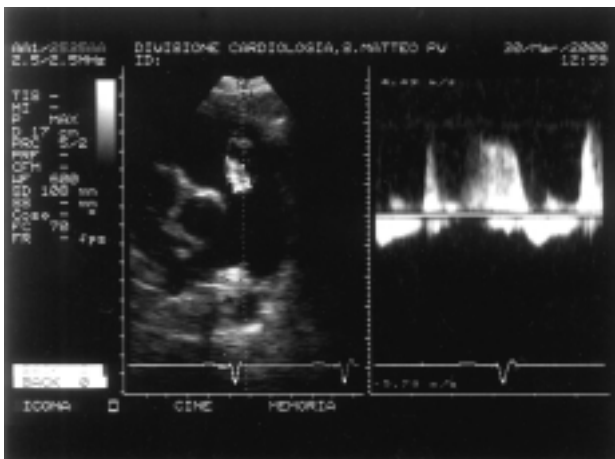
Calcolo del gradiente diastolico tra arteria polmonare e ventricolo destro a partire dalla velocità del getto di rigurgito polmonare in un paziente con cardiomiopatia dilatativa (stesso paziente della figura 1). A sinistra: l'immagine color Doppler permette di individuare il getto di rigurgito polmonare e di posizionare correttamente il fascio esplorante Doppler continuo. In questo caso l'allineamento era ottimale. A destra: la corrispondente registrazione delle velocità al Doppler continuo. La pressione generatrice misurata in mesodiastole era di 25 mmHg.
